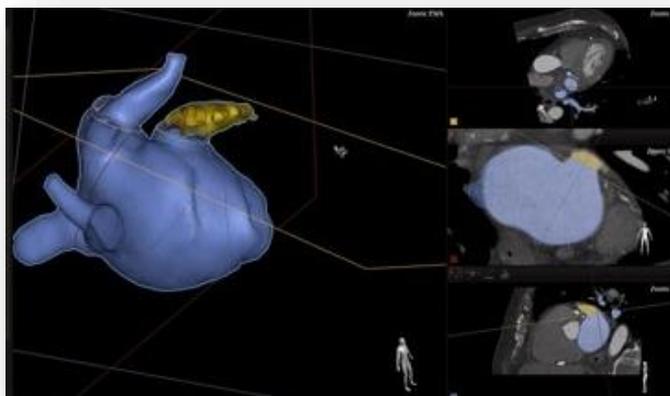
Reconstrucción anatómica de la OI mediante TAC. Fuente: Unidad de Hemodinámica y Cardiología Intervencionista del Complejo Asistencial Universitario de Salamanca.
